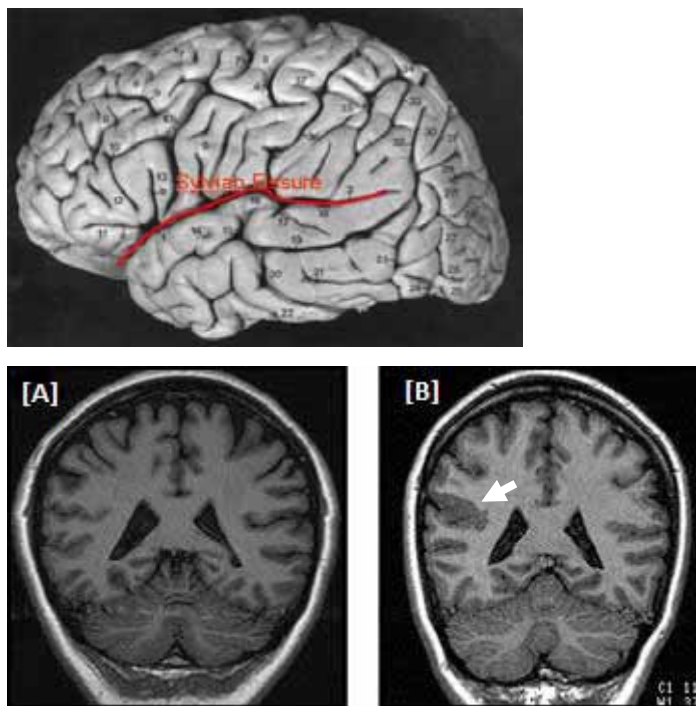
Na imagem superior observamos a localização da Fissura Sylviana. Logo abaixo, imagens de ressonância magnética de um indivíduo normal (A) e de outro, portador de polimicrogiria perisylviana (B – indicado pela seta).
